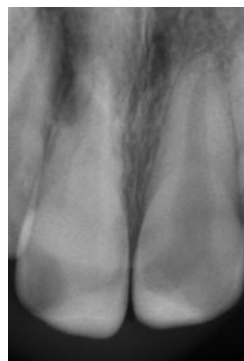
Radiografia periapical do dentes 11e 21 doze meses após traumatismo.
